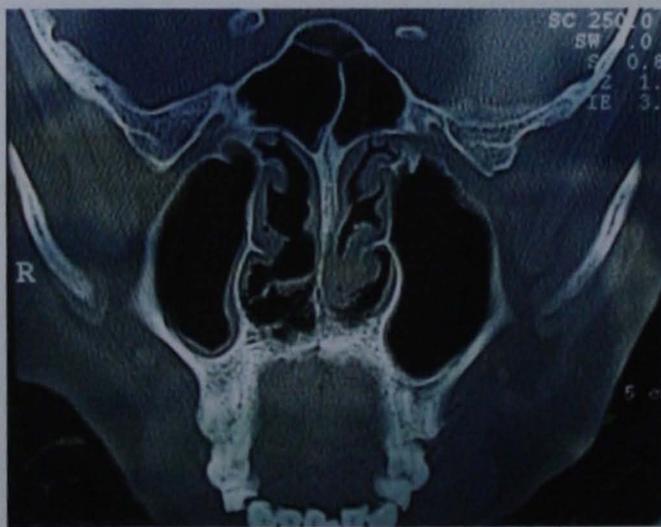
TAC de nariz y senos paranasales en corte coronal, en el cual se observa destrucción del cornete inferior derecho con erosión ósea en el piso nasal y engrosamiento mucoso en el seno maxilar derecho.
